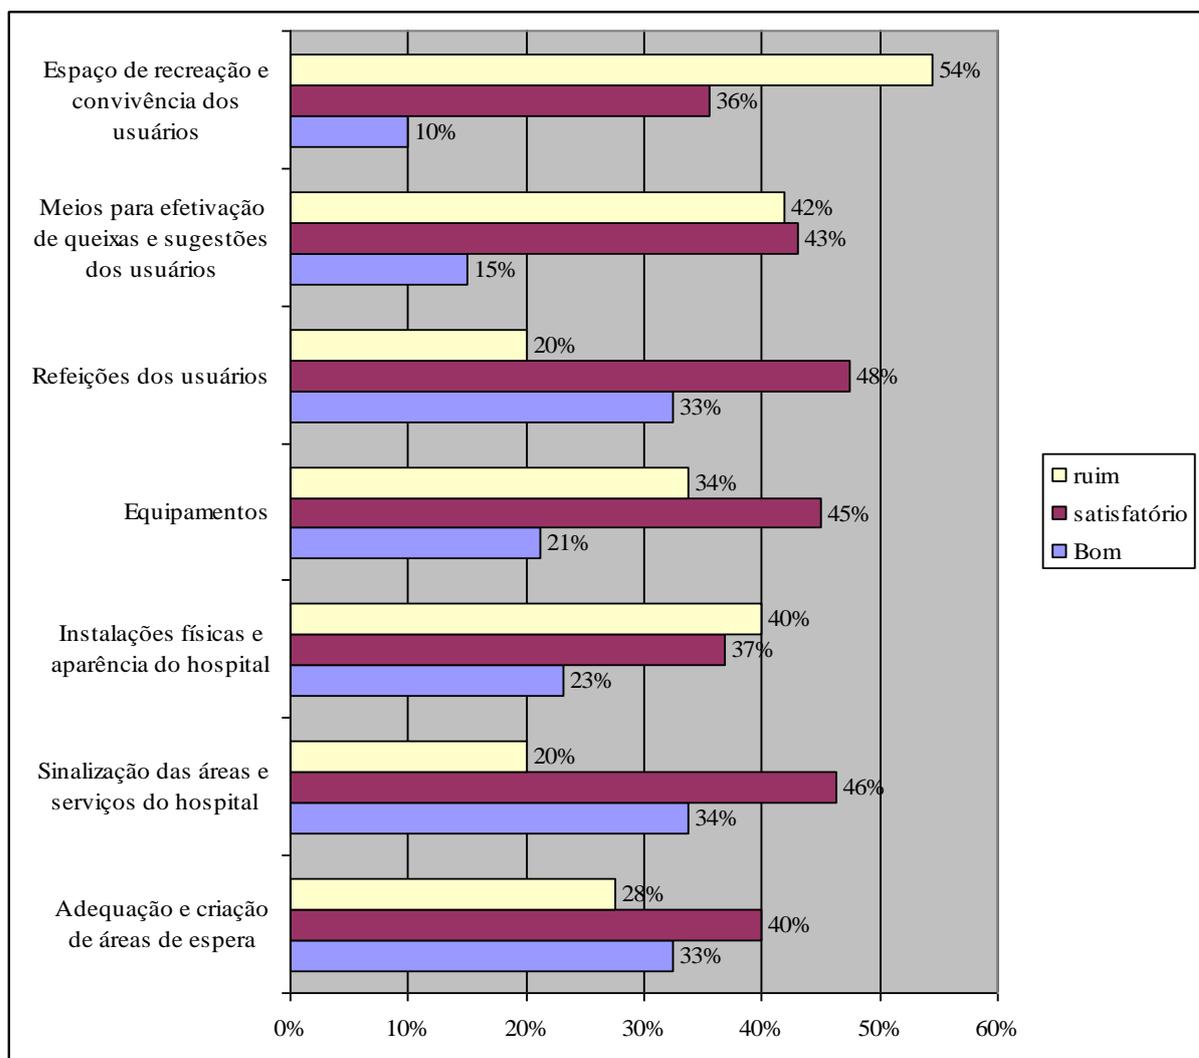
Percepção dos trabalhadores quanto às instalações físicas, RM (2007)
